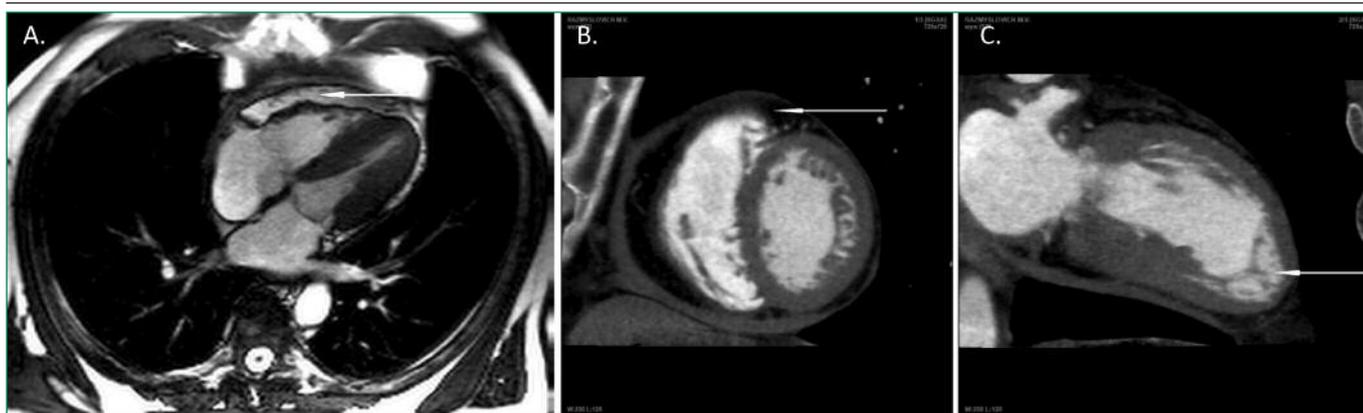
Cardiac magnetic resonance imaging (A) and multispiral computed tomography of the heart and coronary arteries (B, C) with contrast enhancement
